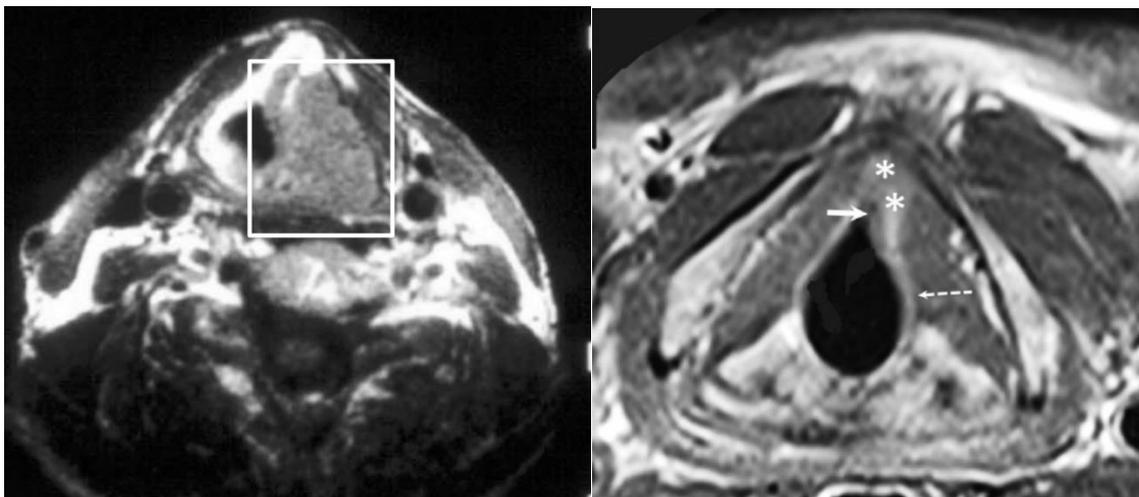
МРТ гортани. Помимо четкой визуализации опухолевой массы в мягких тканях гортани с четким определением границ опухолевого поражения возможно провести детальную оценку хряща.
